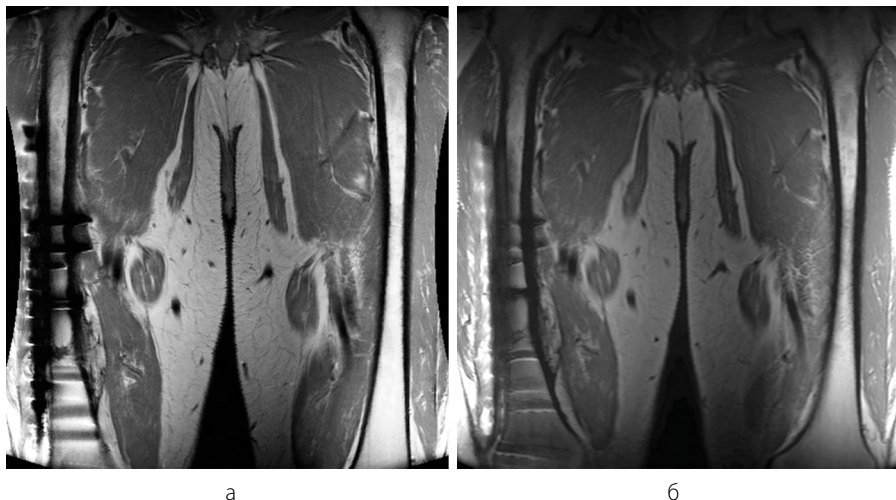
МР-томограммы нижних конечностей в области бедра. Состояние после металлоостеосинтеза диафиза правой бедренной кости (вследствие перелома диафиза правой бедренной кости): а – корональная плоскость сканирования PD FSE WI без MAVRIC; б – корональная плоскость сканирования PD MAVRIC-SL
